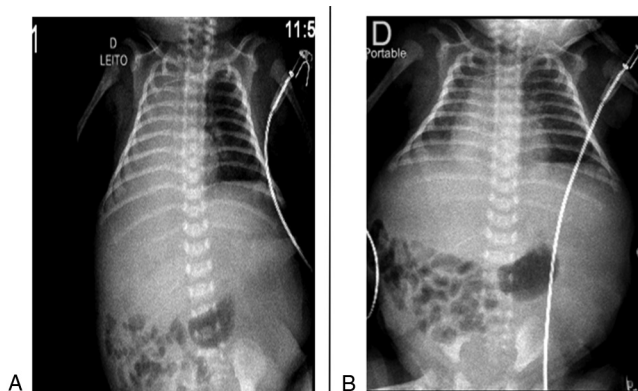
(A) Radiografia simples de tórax anteroposterior realizada no leito com opacidade de todo o hemitórax direito. (B) Radiografia simples de tórax anteroposterior realizada no leito com campos pulmonares a direita sem opacificação.
